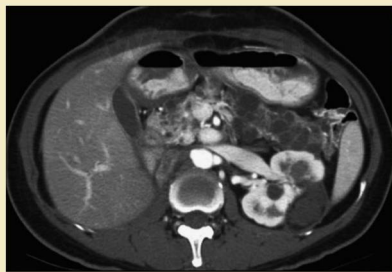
Imagen TC axial a los 2 años (misma paciente de las figs. 1 y 2) sin realce por contraste en las zonas de ablación en el riñón izquierdo.
